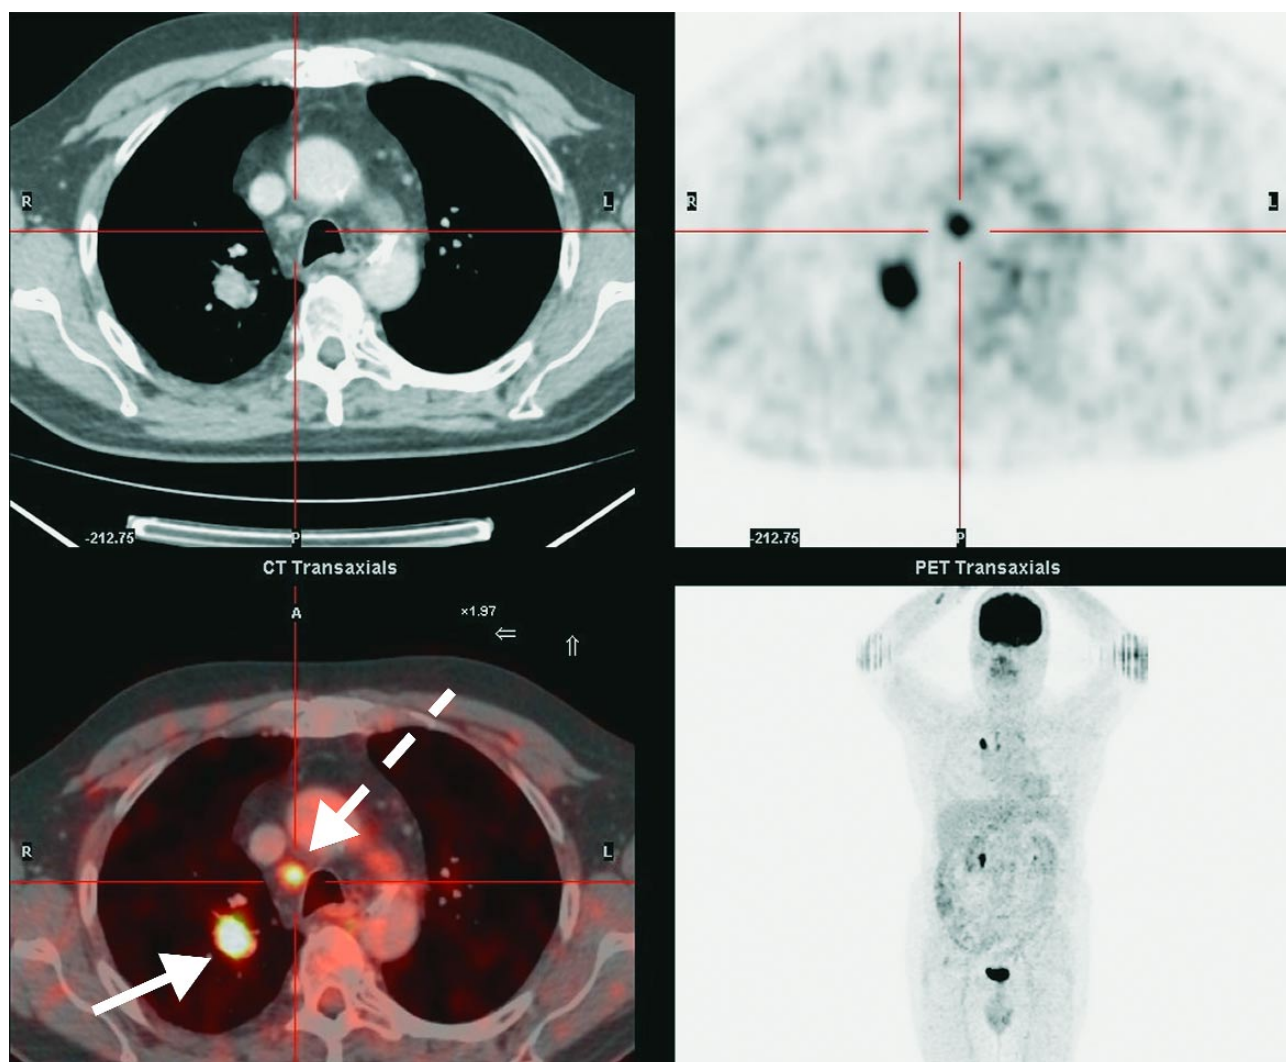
PET-onderzoek (witte pijl: nodulus; onvolledige pijl: adenopathie paratracheaal rechts).
